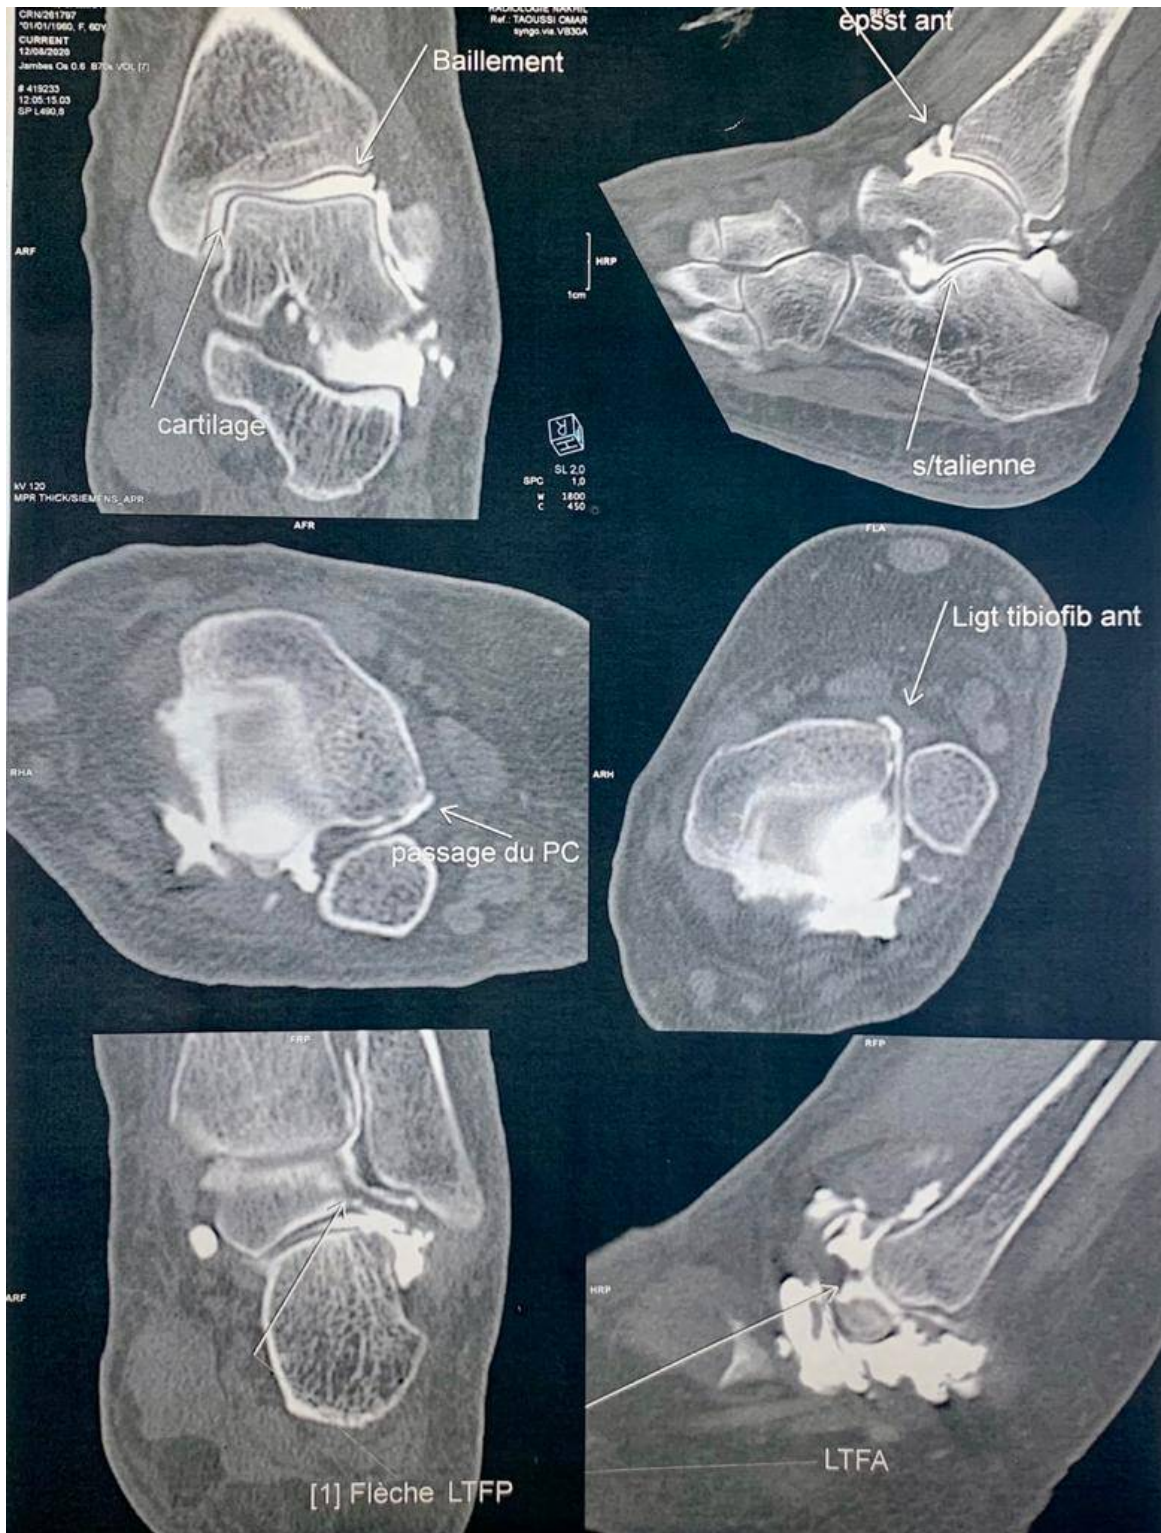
Clichés d'arthro-TDM objectivant la rupture du LTFAD (flèches en blanc) [09].
